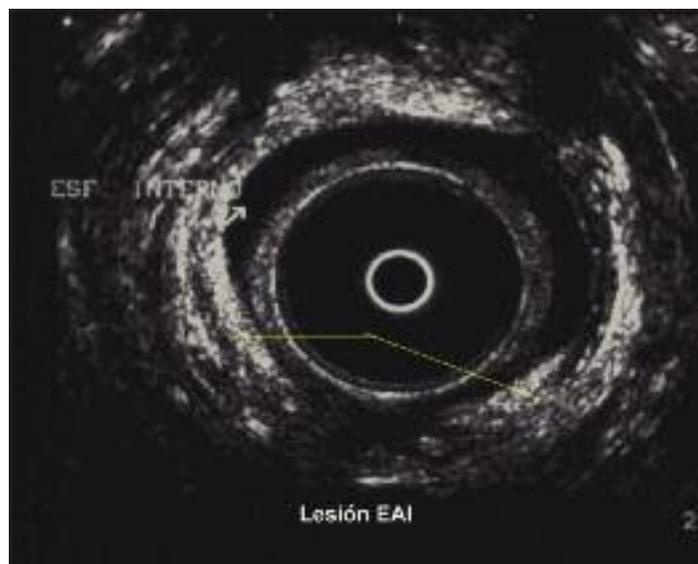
Ecografía endoanal. Lesión del esfínter anal interno.
